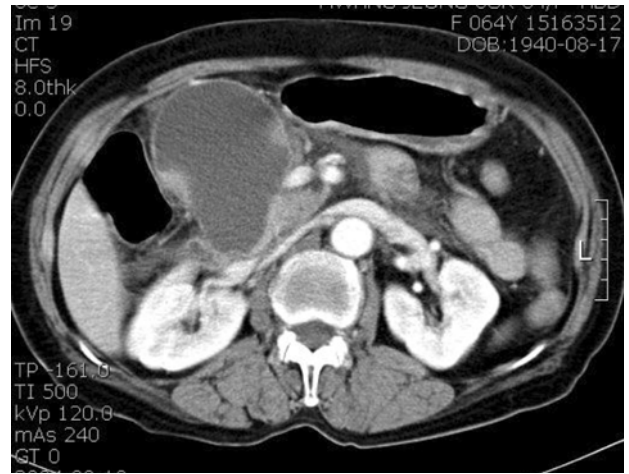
Abdominal CT. There is a large unilocular cystic lesion with intraluminal protruding hyperdense foci in its lumen in the pancreatic head portion.
